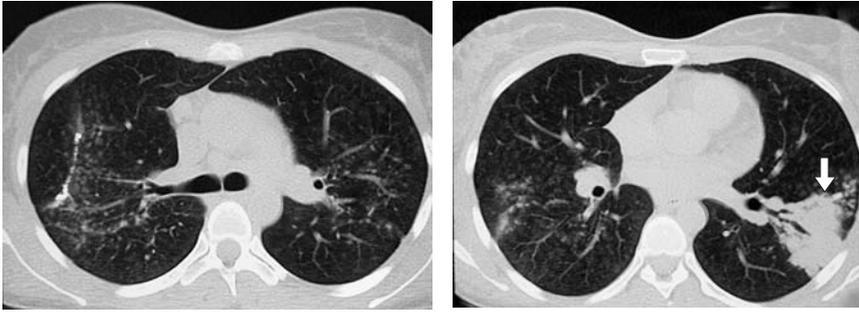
Фрагменты МСКТ легких от 14.01.2010 г.: нарастание изменений в обоих легких и появление затемнения в VI сегменте левого легкого (стрелка).
